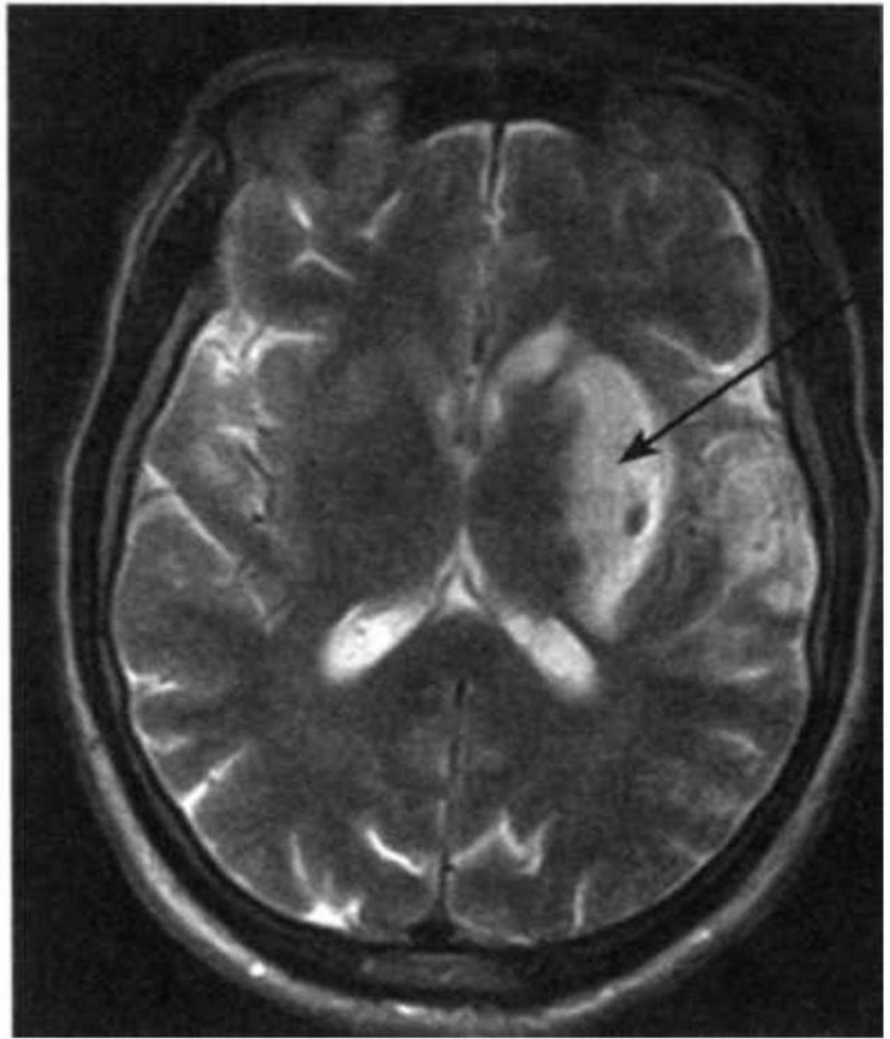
МРТ головного мозга при остром (давностью 12 ч) ишемическом инсульте в области подкорковых ядер слева (стрелка)
